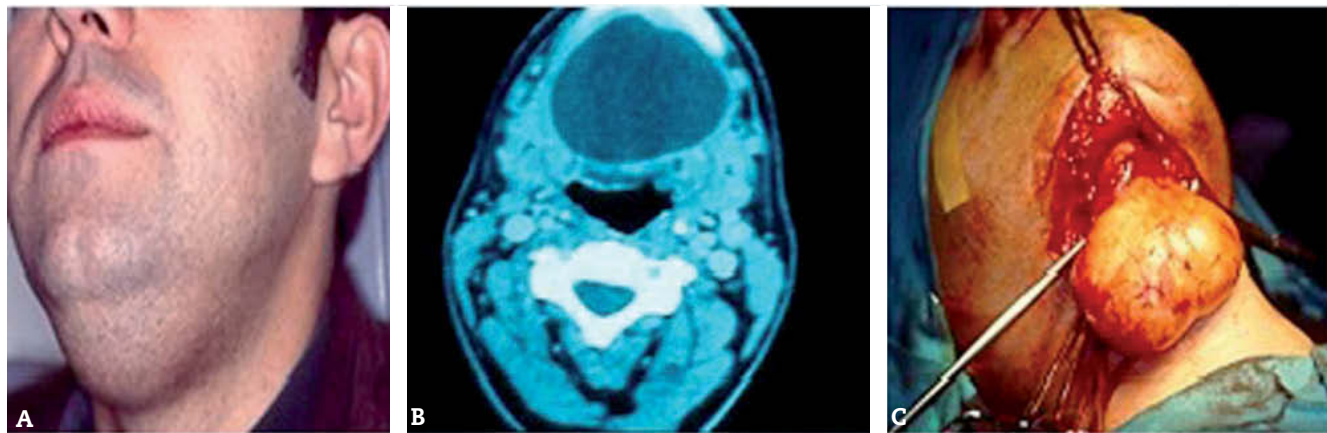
A) Imagen de doble mentón. B) Tomografía computarizada en la que se visualiza una imagen quística suprahioidea en espacio submentoniano de 5,5 × 4 × 7,5 cm, bien delimitada, sin calcificaciones. C) Exéresis extraoral cervicotomía, incisión horizontal y disección por encima del músculo milohioideo.
